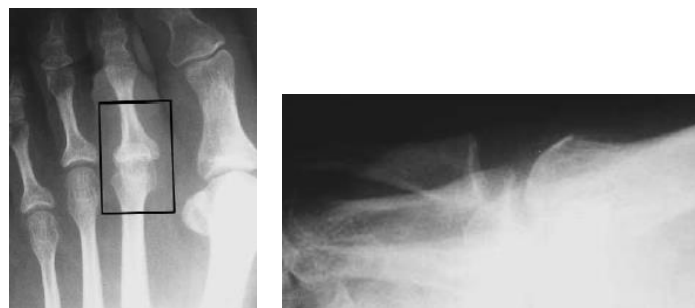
Radiografies àntero-posterior (a) i lateral (b) d'un pacient que ha desenvolupat una luxació espontània de la segona articulació metatars-falàngica. Presència d'un segon metatarsià més llarg i d'una deformitat d'hallux abductus valgus.
